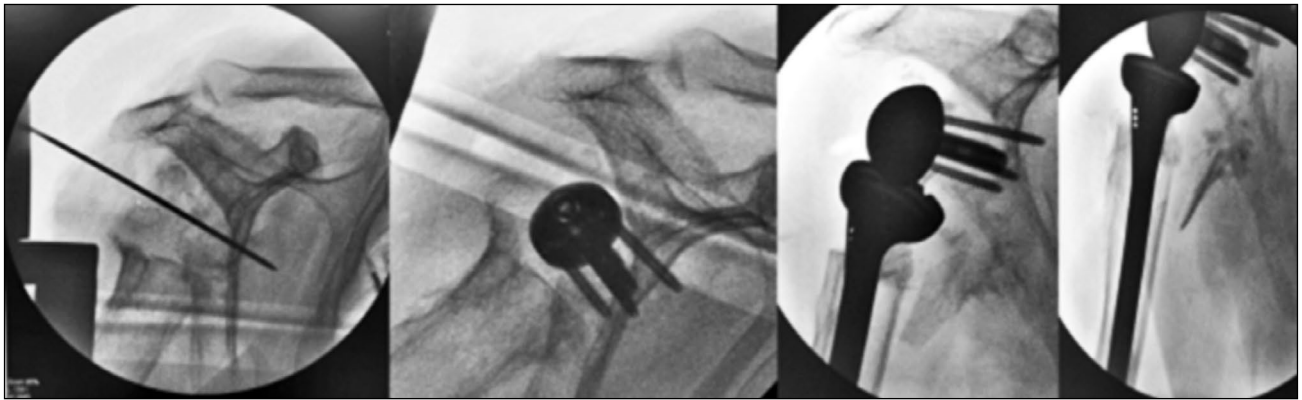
Пациент С., 75 лет. Рентгенологическая картина
